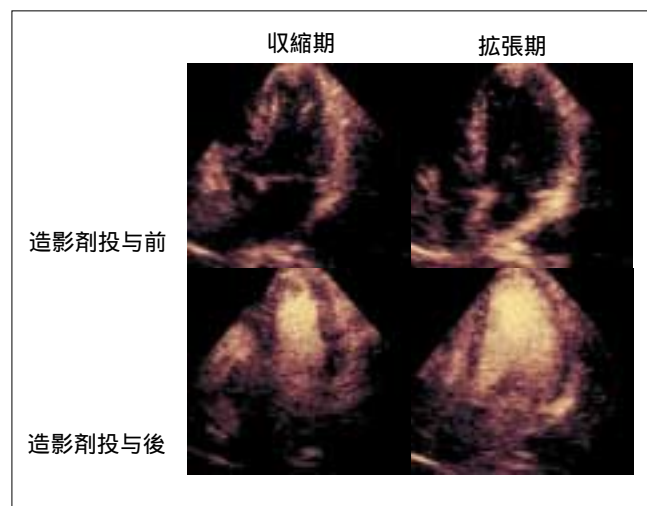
パワーパスインバージョン法を用いたレボピスト®によるリアルタイム心筋コントラストエコー法
